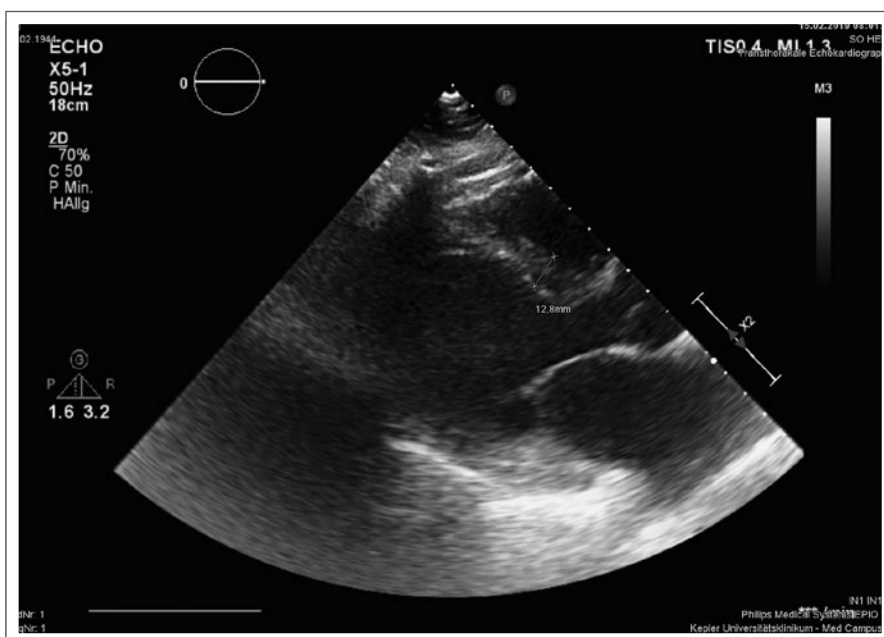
Echokardiographie: Hypertrophierter linker Ventrikel bei einer interventrikulären Septumdicke von 13 Millimetern mit dilatiertem linkem Vorhof.
